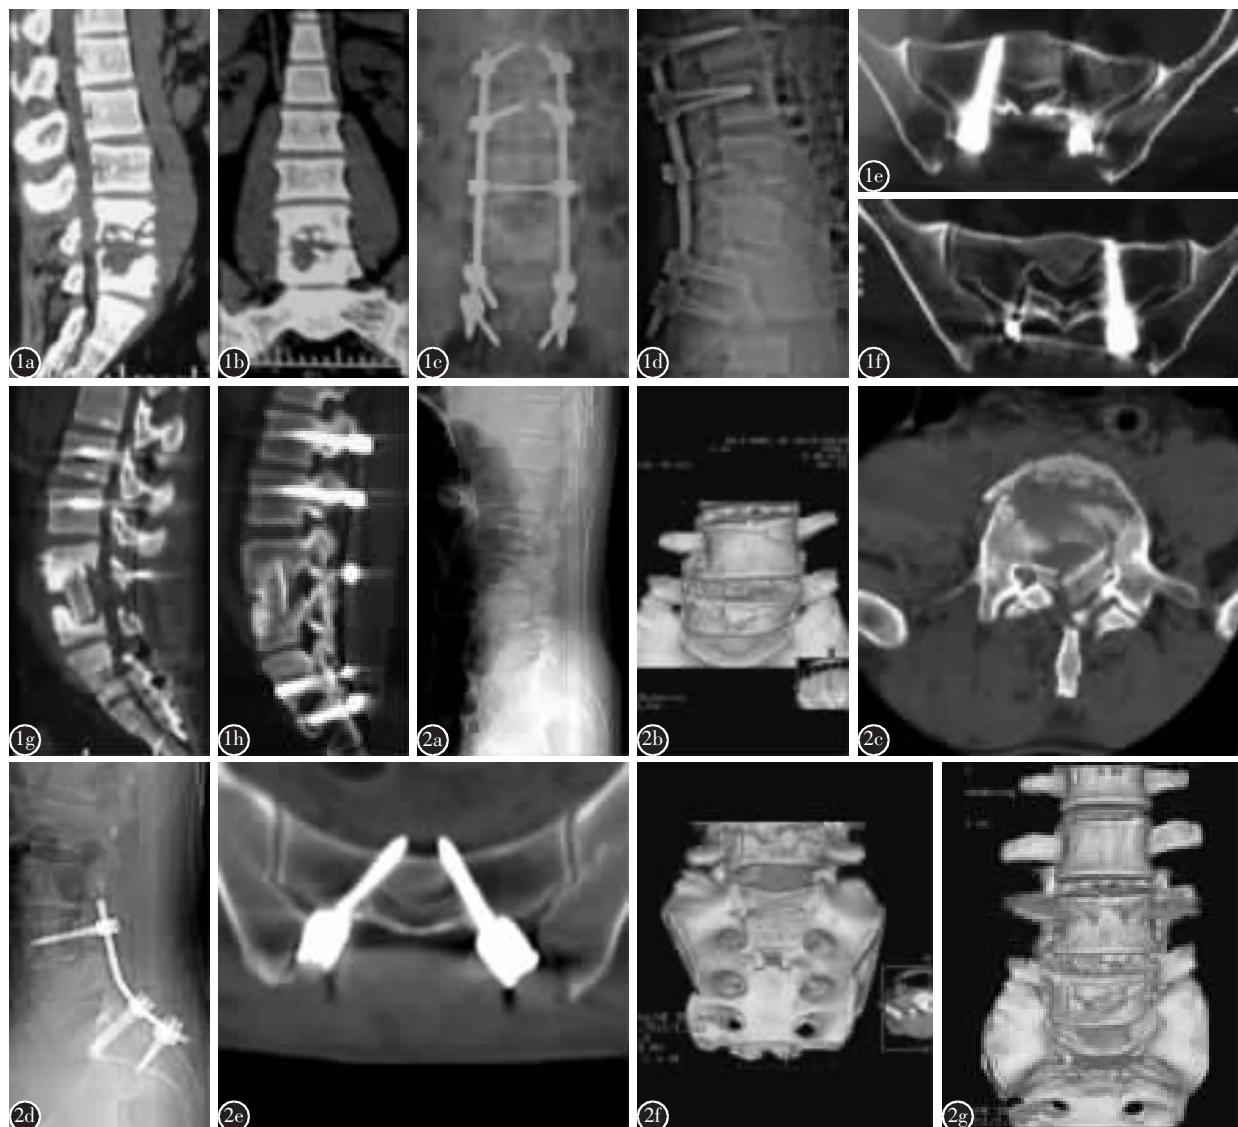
男性患者,44岁,L4~L5椎体结核 a、b 术前X线及CT示L4~L5椎体及L4/5椎间隙破坏 c、d 术后正、侧位片示椎体序列良好,螺钉位置良好化 e、f 术后CT示S2椎弓根螺钉位置良好 g 术后1周复查CT见植骨块情况 h 术后半年植骨块与椎体融合良好 图2 男性患者,48岁,L5椎体骨折伴侧方脱位 a 术前侧位平片示L5椎体变扁,L4/5间隙变窄 b 术前CT三维重建示L5椎体骨折伴侧方移位 c 术前腰椎CT示L5椎体爆裂骨折 d 术后侧位X线片椎体复位良好,内固定物位置良好 e 术后CT示S2椎弓根位置良好 f、g 为术后三维CT示S2椎弓根螺钉出钉点落在S骨前方安全区域
